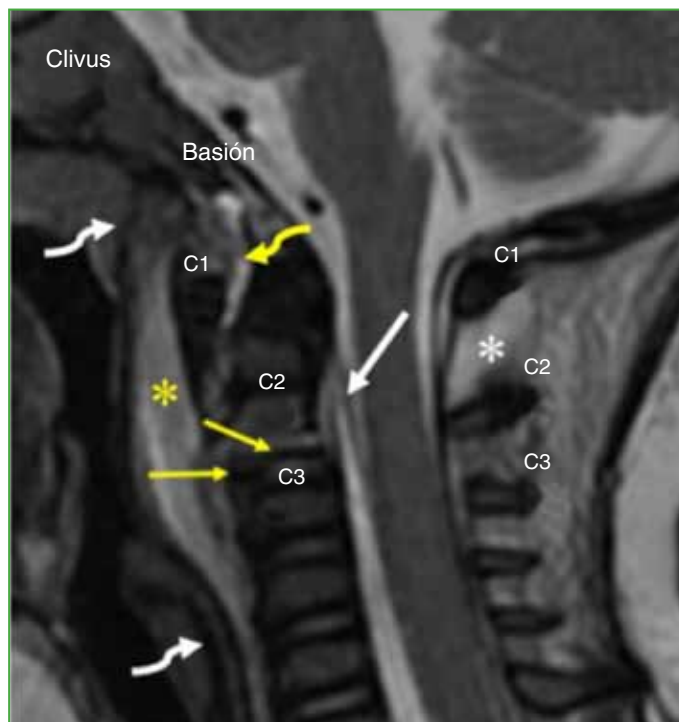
Resonancia magnética de la base del cráneo y columna cervical superior en tiempo de relajación T2. Colección líquida prevertebral o retrofaríngea de 12 mm en su sector apical (valor promedio normal en niños y adolescentes 5 ± 2 mm, asterisco amarillo) que se extiende desde el clivus hasta C4 (flechas blancas curvilíneas). Imagen similar en el espacio preodontoiideo que se propaga hasta el basión (flecha amarilla curvilínea). Señal líquida interespinosa C1-C2 (asterisco blanco) y detrás de la membrana tectoria (flecha blanca). Epifisiólisis de la base del axis tipo II de Salter-Harris (flecha amarilla superior), nótese el pequeño fragmento de Thurston-Holland (flecha amarilla inferior).
